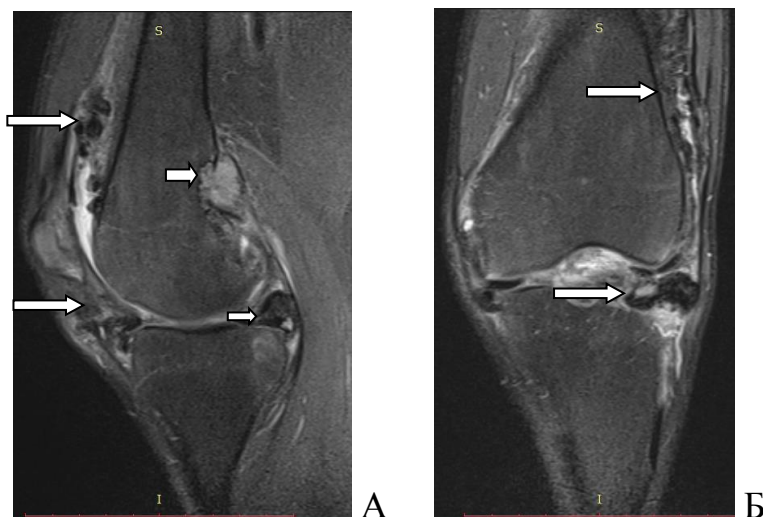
Фото. МРТ через 7 місяців після операції хворого Р. 28 років: білими стрілочками вказані ділянки з рецидивом ДПВНС.
